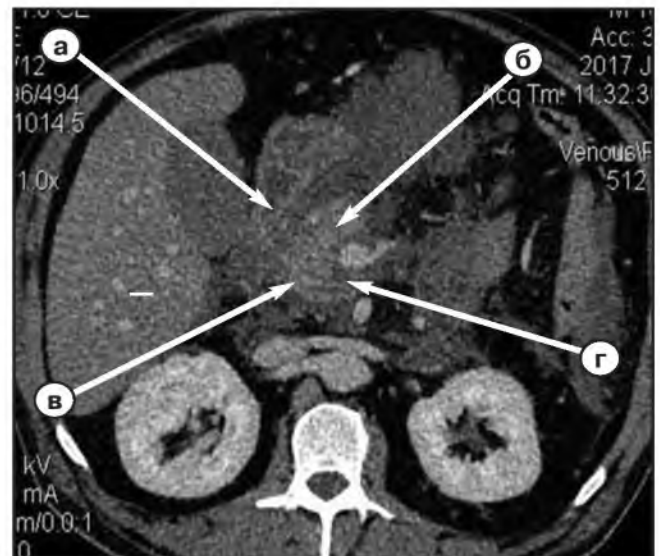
Фото МСКТ поджелудочной железы с признаками ОП в зонах №1 (а), №2а (б), №2б (в), №2с (г).
